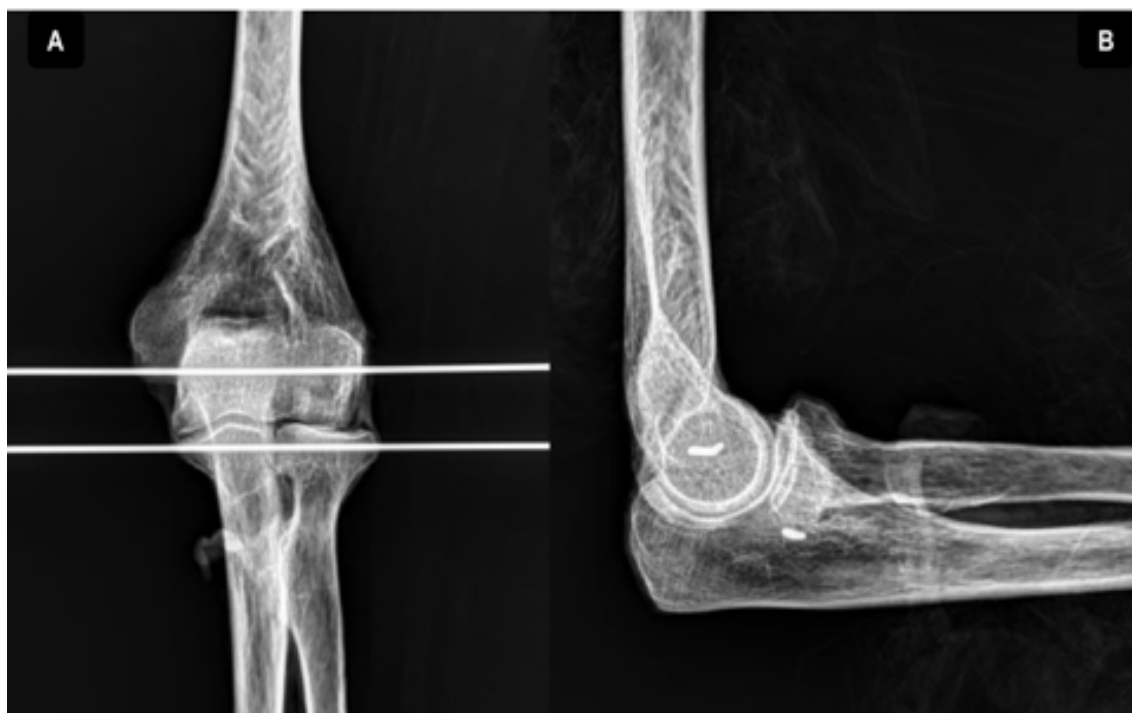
Radiografías de codo de las piezas anatómicas con agujas que atraviesan el eje interepicondileo y el eje de la base de la coronoides A. Radiografía AP en extensión B. Radiografía lateral en flexión de 90°. En ambas (A y B) se observa el paralelismo entre ambas agujas que refleja la equivalencia del eje interepicondileo de rotación del codo con el eje de la base de la coronoides.
